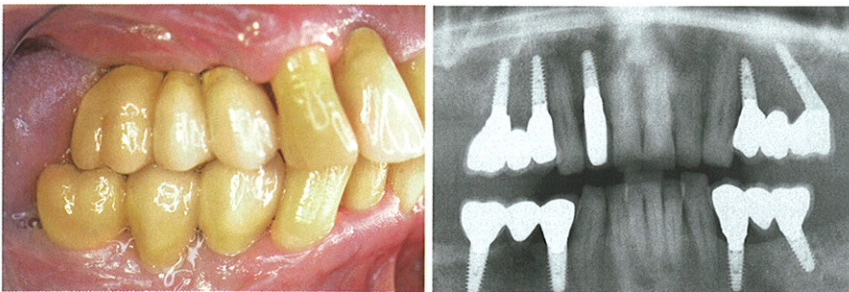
Die Implantate werden mit definitiven Metall-Keramik-Brücken versorgt und belastet. – Abb. 9: Orthopantomograf nach Eingliederung der Restaurationen.
